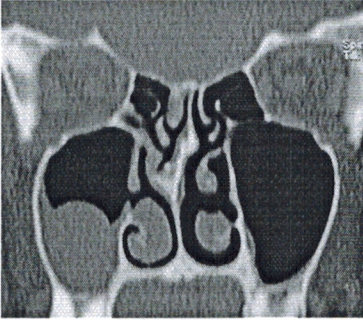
TDM, coupe coronale passant par la région du méat moyen : opacité incomplète d'allure kystique du sinus maxillaire droit et opacité incomplète en « cadre » du sinus maxillaire gauche.
